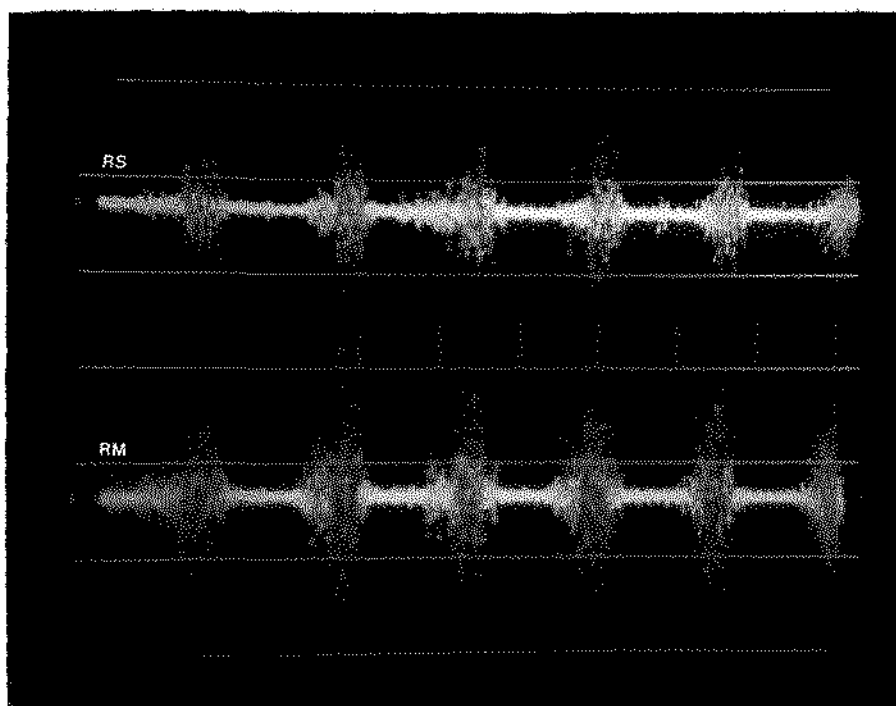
E.M.G. do m. masseter de indivíduo com oclusão clinicamente normal na mastigação incisiva, mostrando atividade moderada na região superior (RS) e atividade forte na região média (RM). Calibração $500\mu V$ e velocidade do feixe $370ms/div.$
